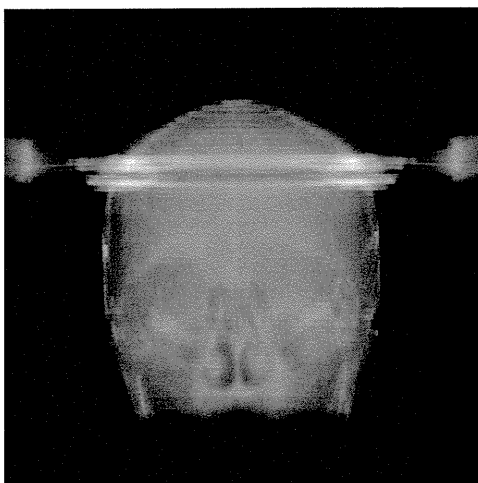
CT 画像から DRR 画像を作成した一例
